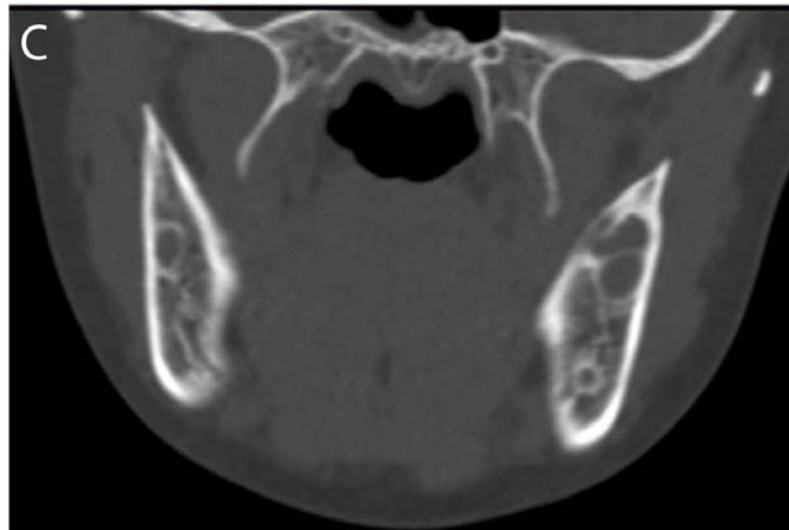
Tomografía computarizada en niña de 10 años que demuestra lesiones líticas bilaterales típicas en la mandíbula.⁶
